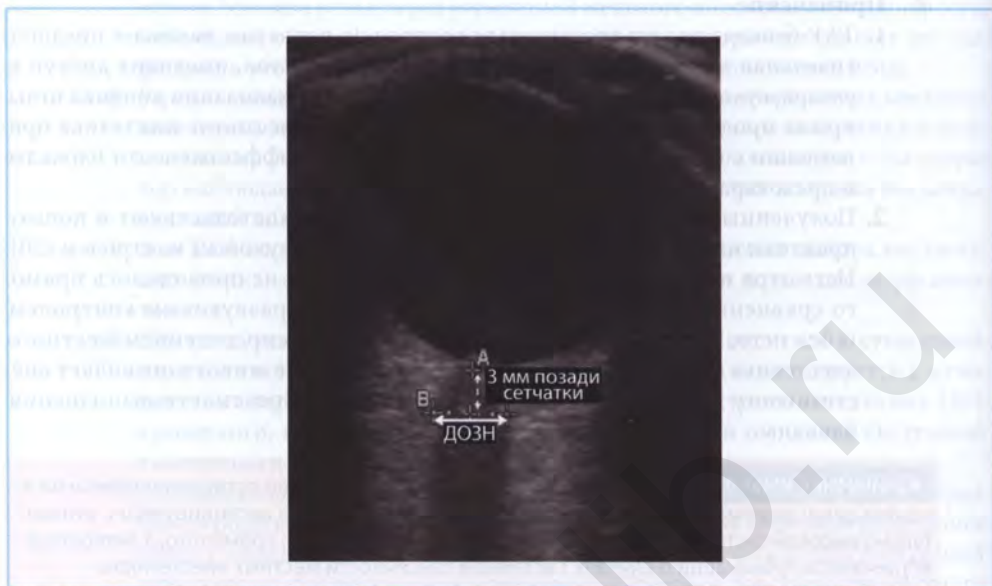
Ультразвуковое измерение диаметра оболочки зрительного нерва. (А) отражает поверхность сетчатки. (В) отражает диаметр оболочки зрительного нерва на расстоянии 3 мм позади сетчатки. (Воспроизведено с разрешения: *Dubost C., Le Gouez A., Jouffroy V. et al. Optic nerve sheath diameter used as ultrasonographic assessment of the incidence of raised intracranial pressure in preeclampsia: a pilot study. Anesthesiology. 2012;116:1066–1071*)
